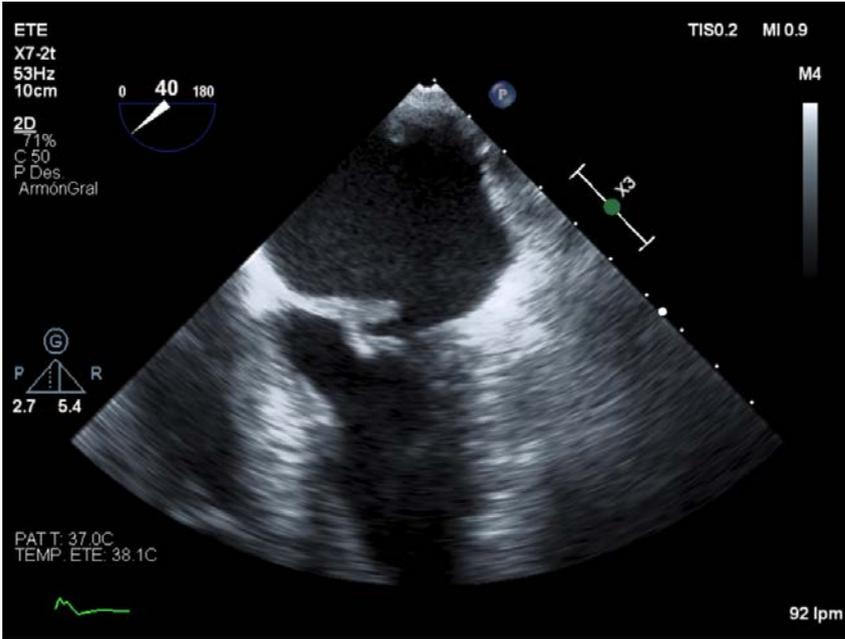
Ecografía transesofágica.
